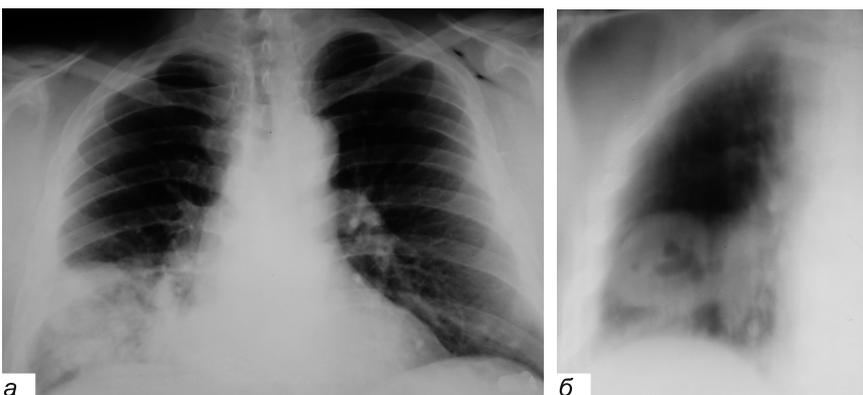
Обзорная рентгенограмма легкого пациента Е. — а; томограмма правого легкого — б.
